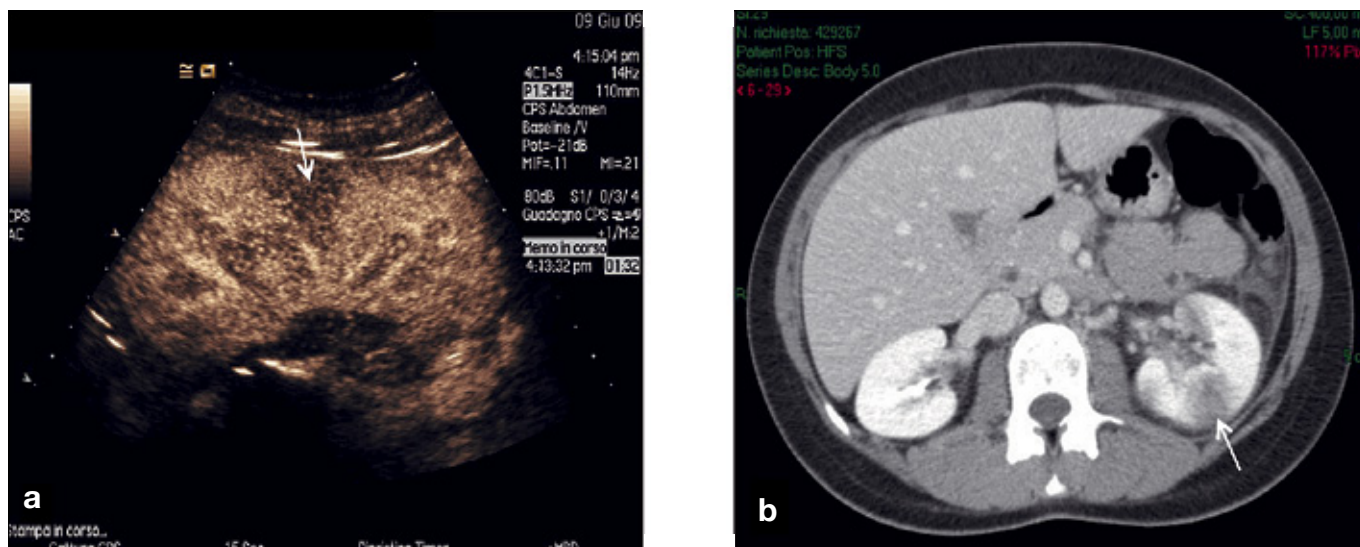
Paziente febbrile. a) Ceus: area ipovascolarizzata al III medio del rene dx (freccie). Non sono visibili segni di colliquazione; b) TC addome superiore conferma diagnostica (freccie).
